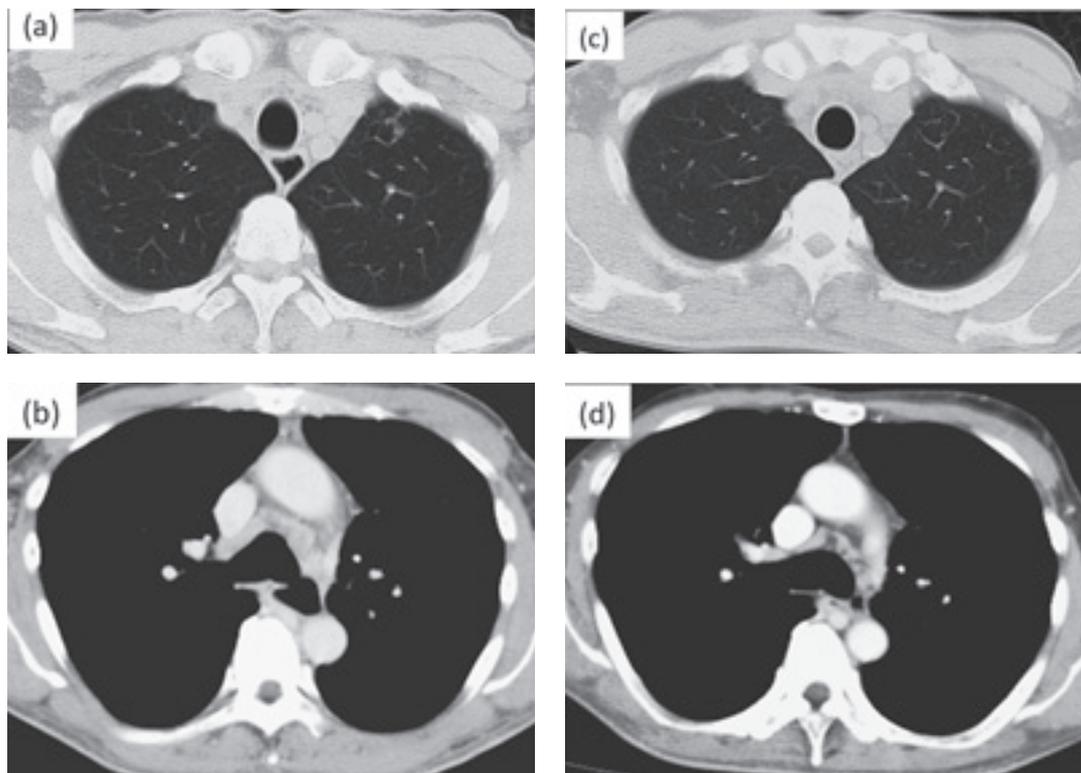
(a) Chest CT of the lung window at admission and (b) mediastinal window. (c) Follow up chest CT taken 4 months after the initiation of the antituberculosis therapy shows improvement of multiple small nodules and (d) mediastinal lymphadenopathies.
